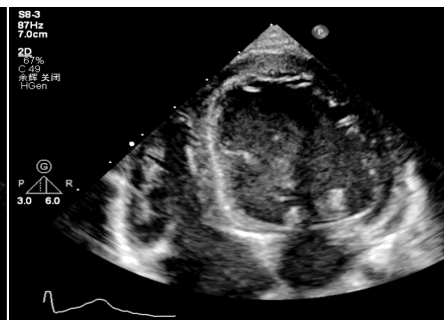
超声心动图示 EFE 患儿四腔心切面左室增大, 左室内心内膜增厚、回声增强
